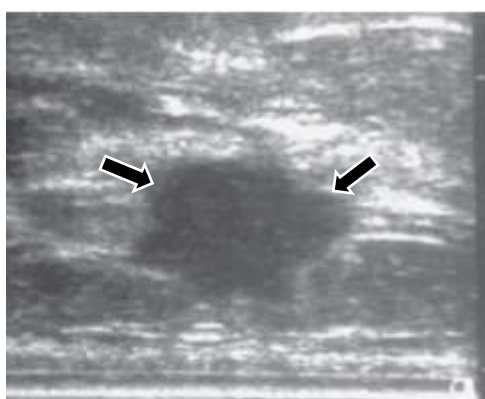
échographie mammaire montrant une masse hypoéchogène avec cône d'ombre plus profond au niveau de la lésion, caractéristiques d'un carcinome invasif [14].
